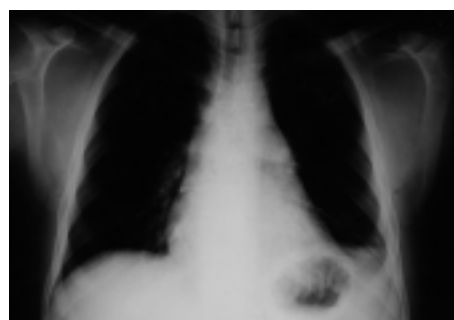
Radiografia del torace in proiezione antero-posteriore postoperatoria: riduzione in toto dell'ombra cardiaca.
